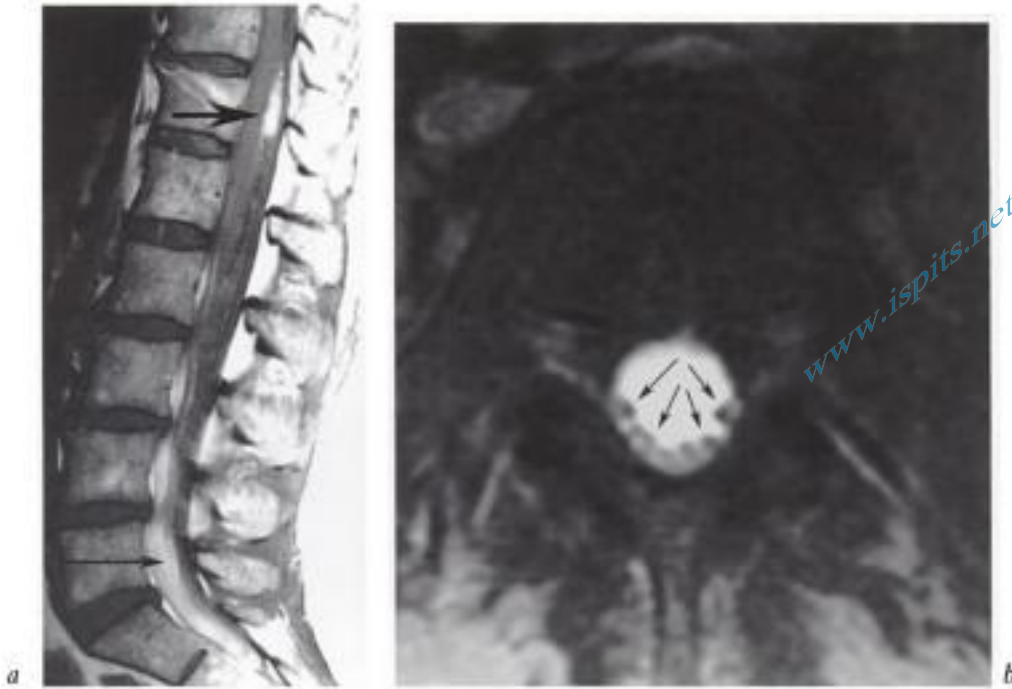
Hémorragie méningée en phase subaiguë. IRM lombaire, a) coupe sagittale pondérée T1 et b) transverse T1 avec suppression du signal de la graisse. L'hémorragie est de signal intense en pondération T1 en raison de la présence de méthémoglobine. Un caillot de sang est situé derrière le cône médullaire (grosse flèche en a) et l'hémorragie déclive comble le sac dural (fine flèche en a). Les racines apparaissent « en négatif » au sein de l'hémorragie méningée (flèches en b).
